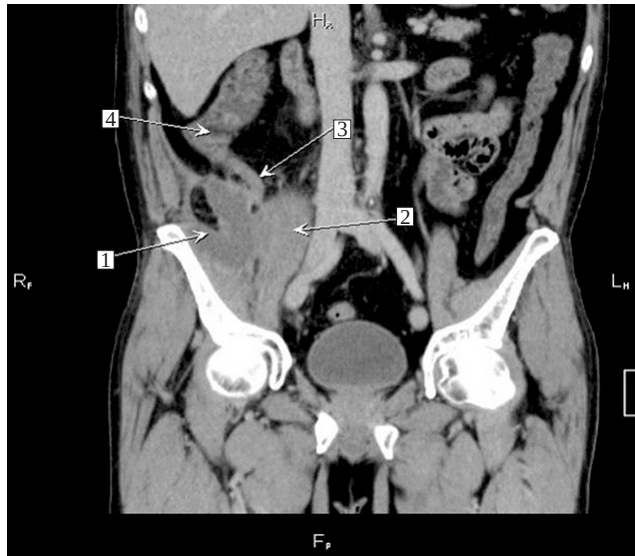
КТ ОЧП портальна фаза, фронтальна мультіпланарна реконструкція: 1 – порожнина абсцесу; 2 – правий попереково-клубовий м'яз; 3 – апендикс; 4 – сліпа кишка.
